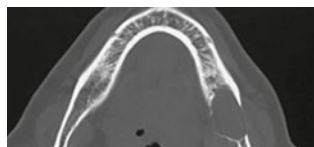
Axiale Schnitte eines CT-Schädels, ameloblastisches Karzinom
